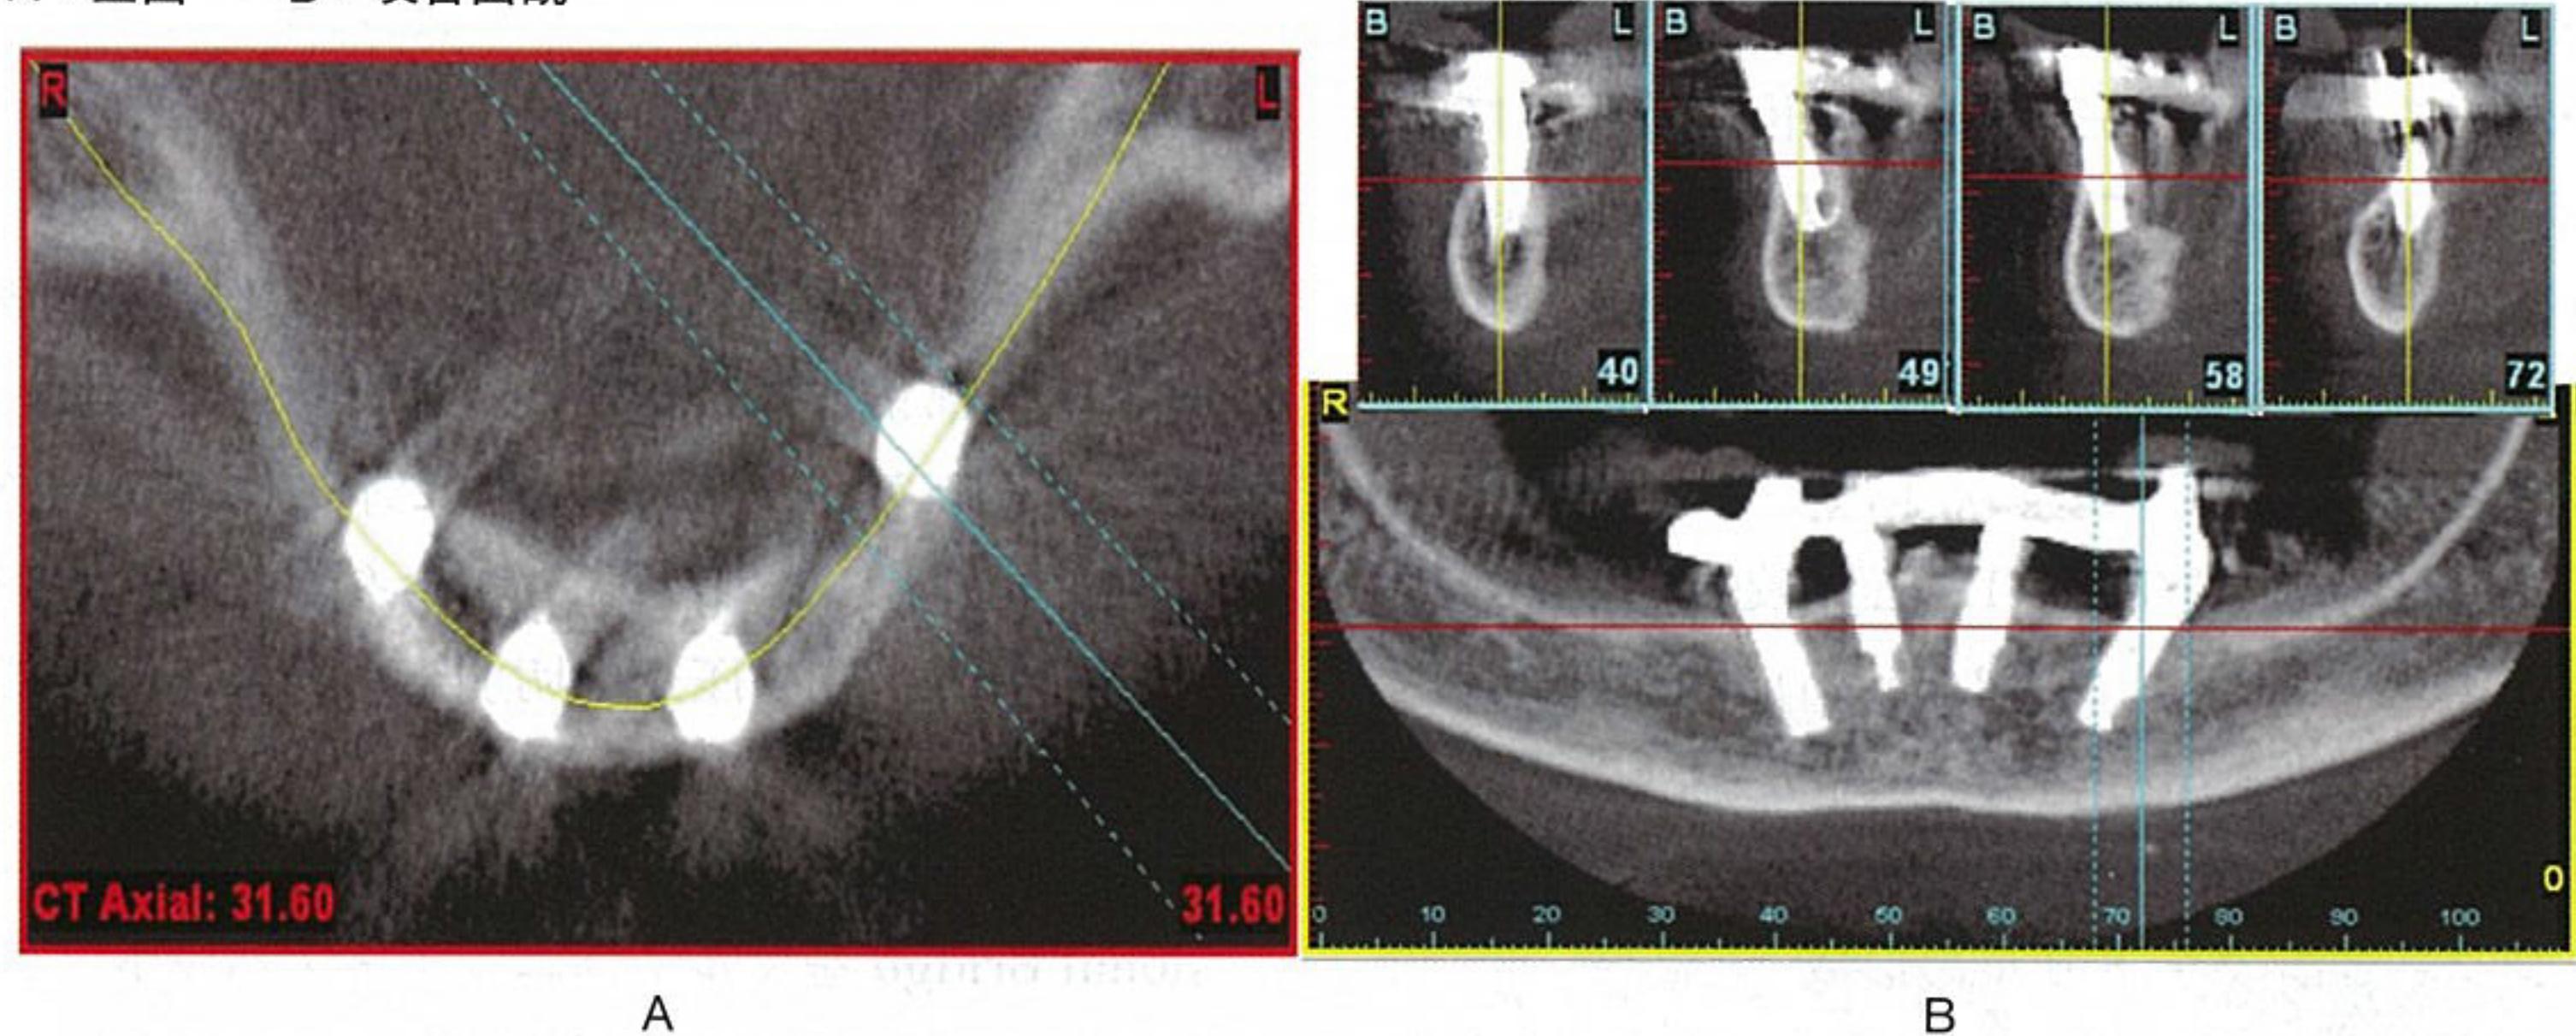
症例1 術後約1年デンタルCT画像
